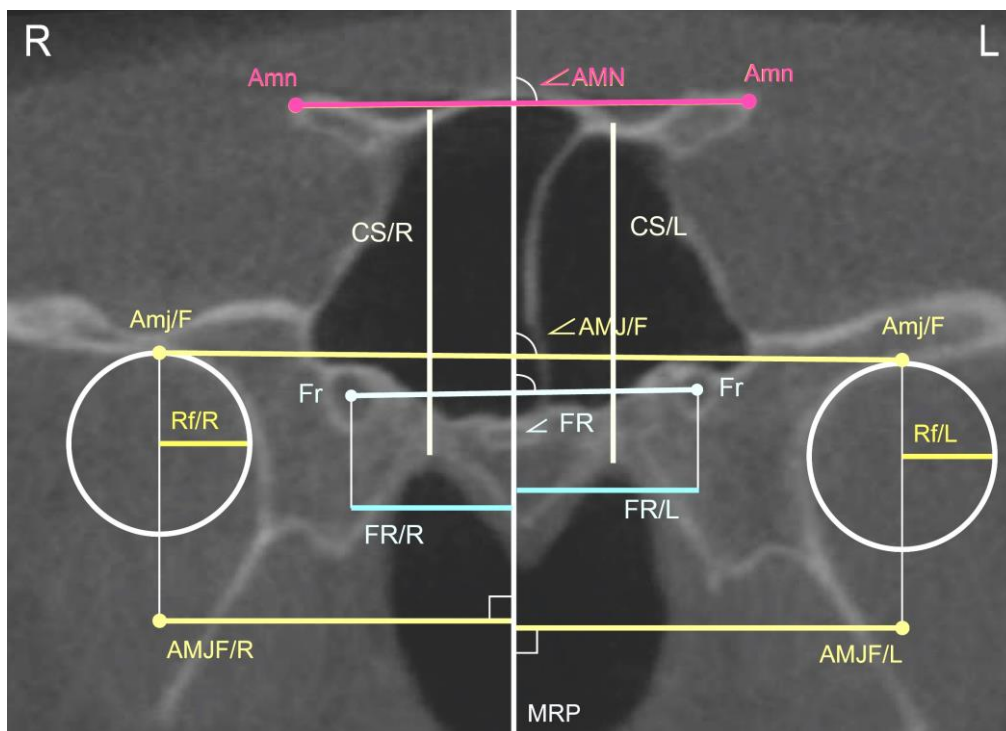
КЛК-томограмма в корональной проекции: референтная линия MRP; длина (AMJF), положение (угол AMJ/F) и форма (Rf) больших крыльев; положение малых крыльев (угол AMN); вертикальные (CS) и трансверсальные размеры (FR) и параметры (угол FR) тела клиновидной кости; L – левая сторона; R – правая сторона
